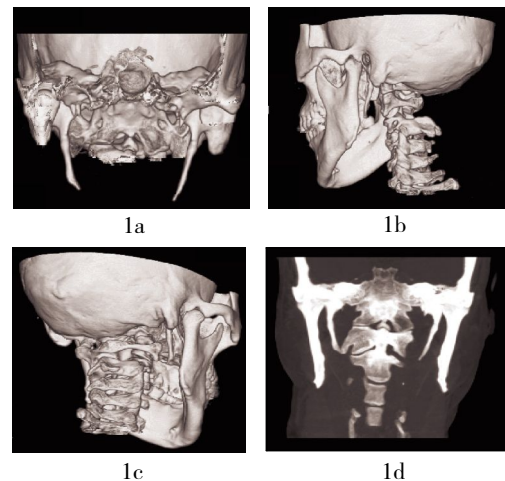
茎突综合征影像学图像 患者男性,70 岁,主因咽痛 2 个月后来诊,图 1a 为 16 层螺旋 CT 检查后处理得到的正位容积再现图像,显示右侧茎突长度为 3.6 cm,左侧茎突长度为 4.1 cm;图 1b 为 16 层螺旋 CT 检查后处理得到的左侧位容积再现图像,显示左侧茎突长度为 4.1 cm;图 1c 为 16 层螺旋 CT 检查后处理得到的右侧位容积再现图像,显示右侧茎突长度为 3.6 cm;图 1d 为 16 层螺旋 CT 检查后处理得到的多平面重建图像,显示右侧茎突前偏斜角为 28°,左侧茎突前偏斜角为 31°。
